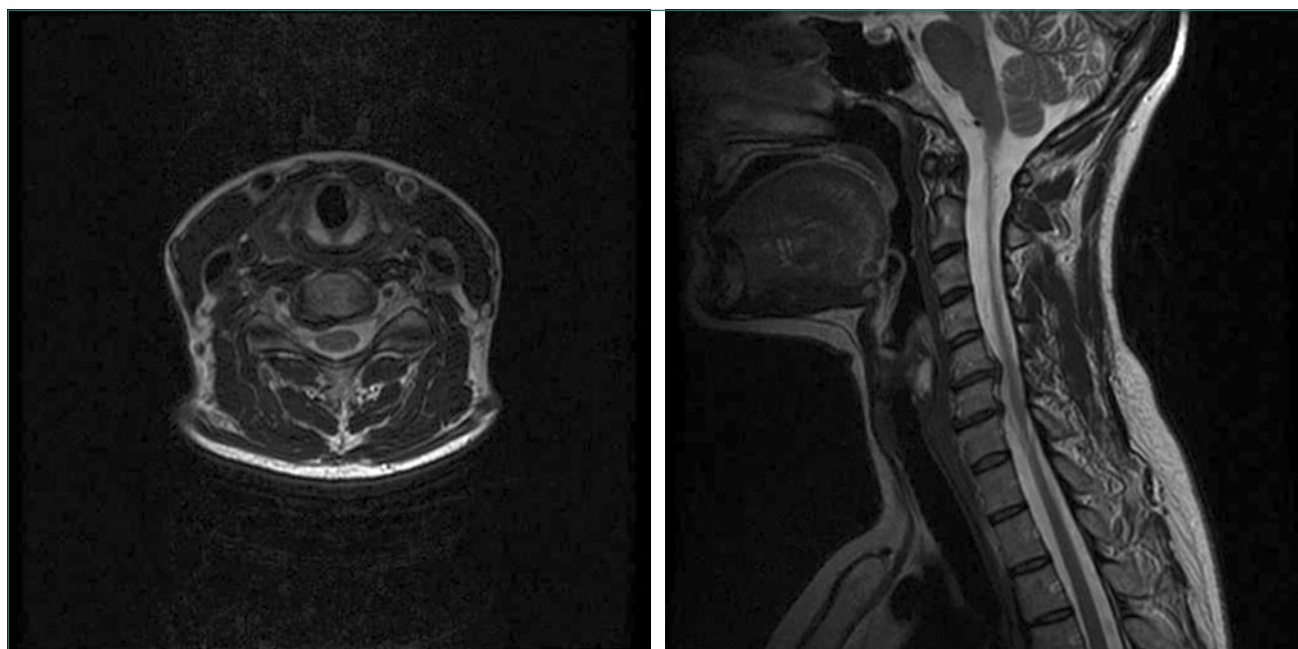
RM de hernia discal cervical C5-C6 derecha.
